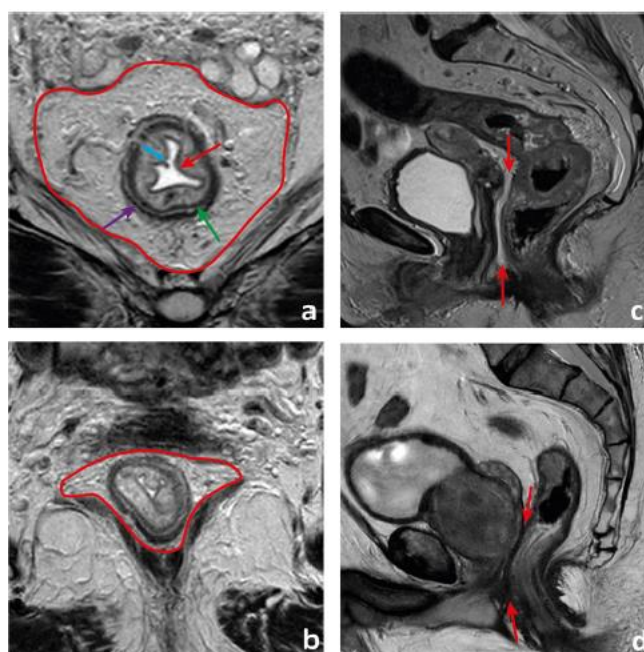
Visualización de la mucosa rectal. Tomada de Santiago I, Figueiredo N, Parés O, Matos C. MRI of rectal cancer—relevant anatomy and staging key points. *Insights Imaging*. diciembre de 2020;11(1):100.
